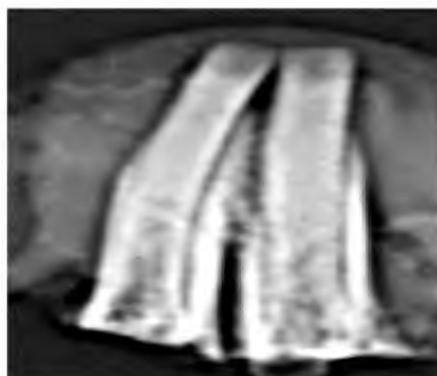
Рентгенограмма фрагмента нижней челюсти кролика.
